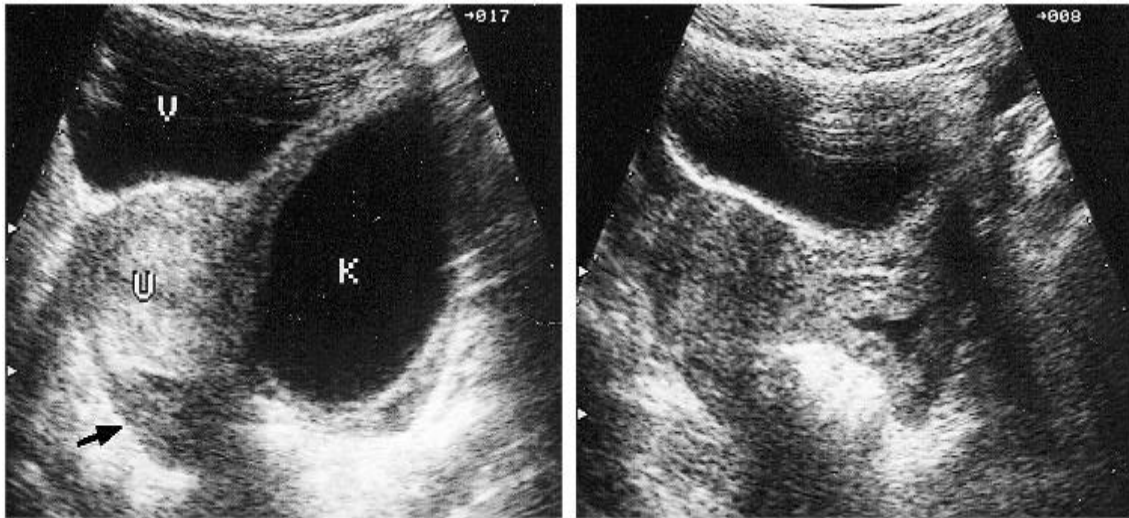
Rupture d'un kyste folliculaire en cours d'examen échographique (Coquel et al, 2010).
